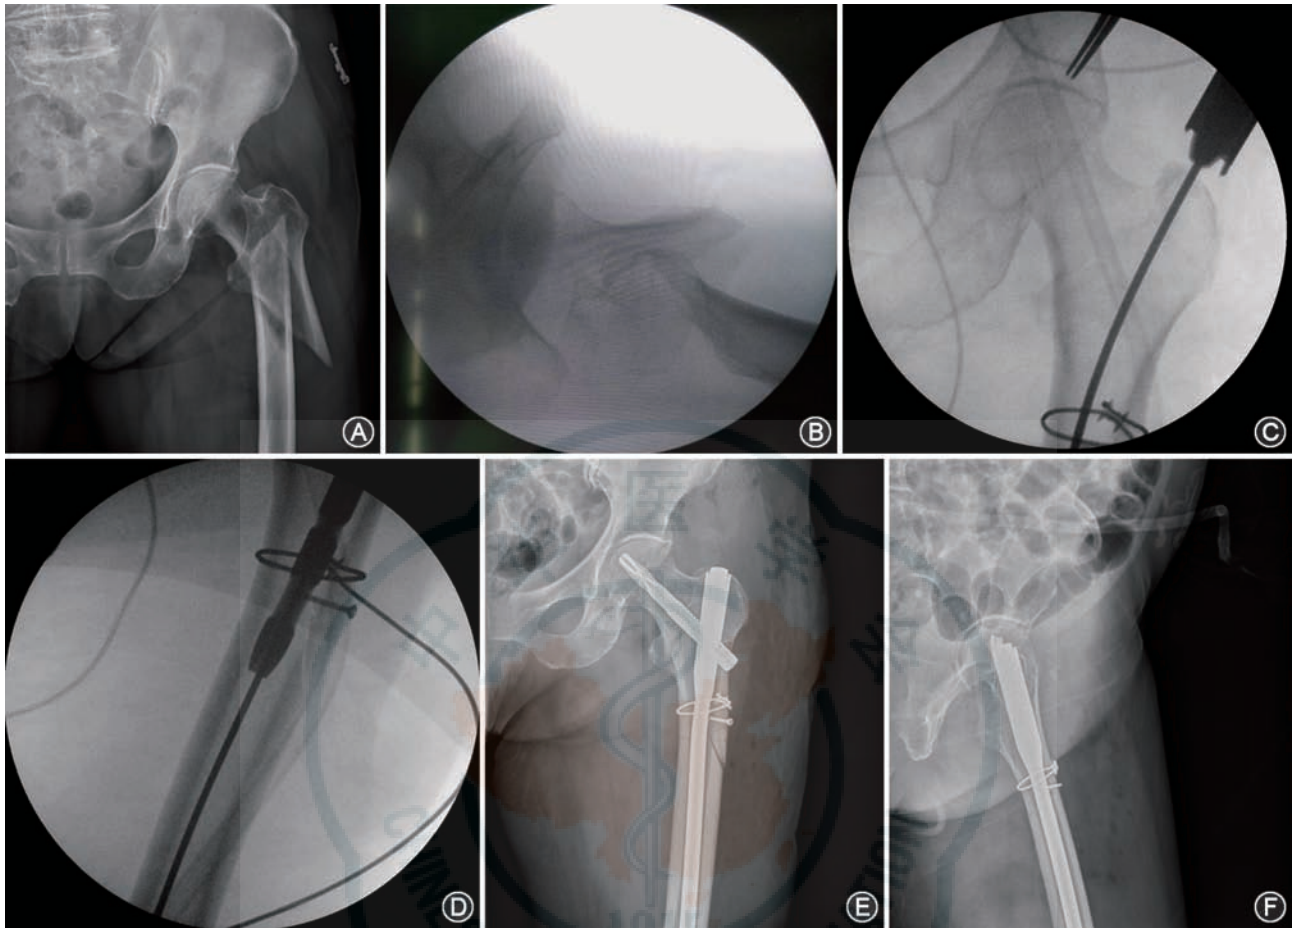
典型病例:患者女,78岁,31A3型骨折,皮质内螺钉技术结合有限切开复位手术时间65 min,术中出血220 ml,未输血;受伤前日常生活功能恢复量表(FRS)评分88.6分,术后1个月54.6分,术后12个月为85.2分:A为术前X线正位片,显示患者为31A3型骨折;B为术中C臂机透视证实为难复性股骨粗隆间骨折;C、D显示运用皮质内螺钉技术结合有限切开复位后,术中置入PFNA固定时无需克氏针和其他复位工具辅助;E、F为术后X线正侧片显示骨折解剖复位
